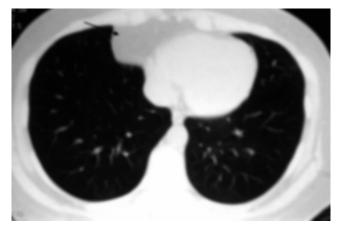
Tomografía de tórax contrastada que muestra imagen hipodensa de 70 x 40 mm de la misma densidad a la grasa.
